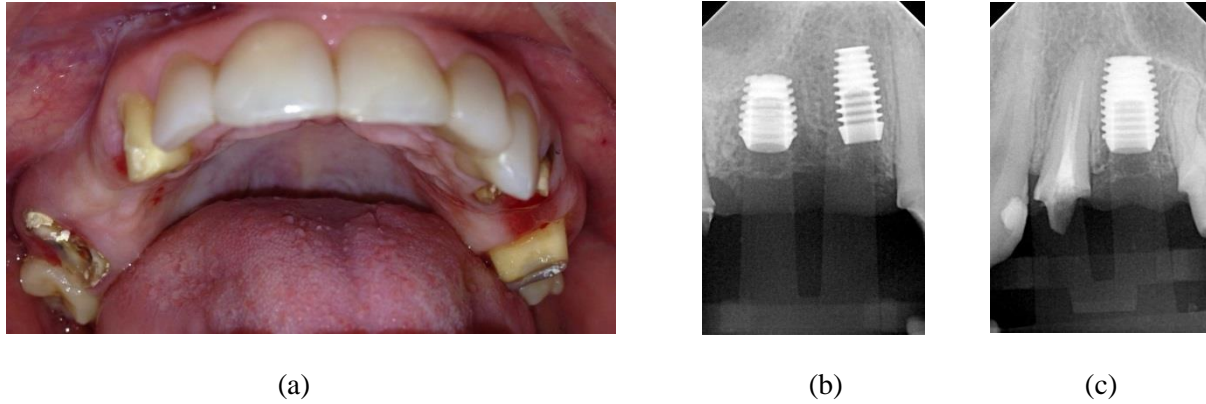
Foto pas heqjes së urave, u lanë gingivat të shëroheshin për 2 javë (a). Radiografi periapikale e implanteve të aplikuar 14 (4.0 x 8.0 mm-2.5 mm fole) dhe 15 (5.0 x 6.0 mm-3.0 mm fole) (b) dhe 25 (5.0 x 8.0 mm-3.0 mm fole) (c).
